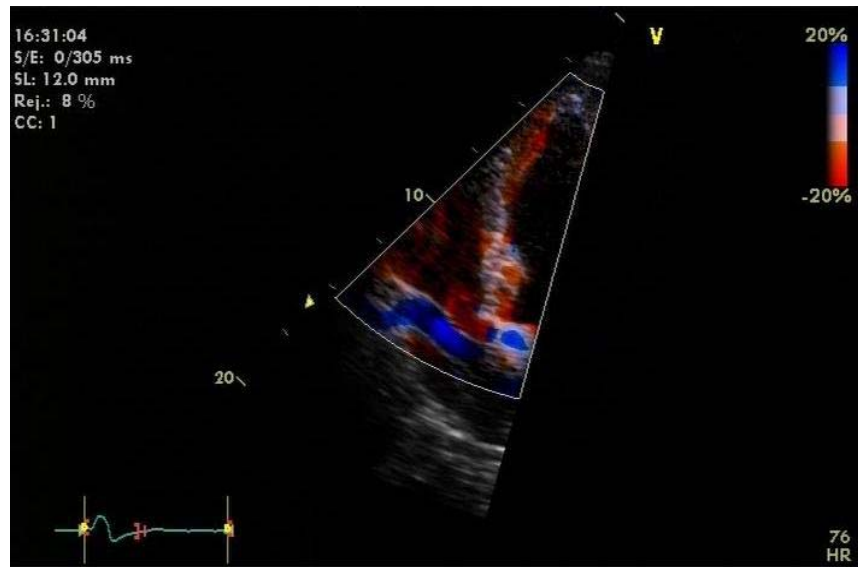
Exame do paciente nº 55. Avaliação qualitativa da dissincronia ventricular através do *strain* do ventrículo direito, no registro colorido do Doppler tecidual.
